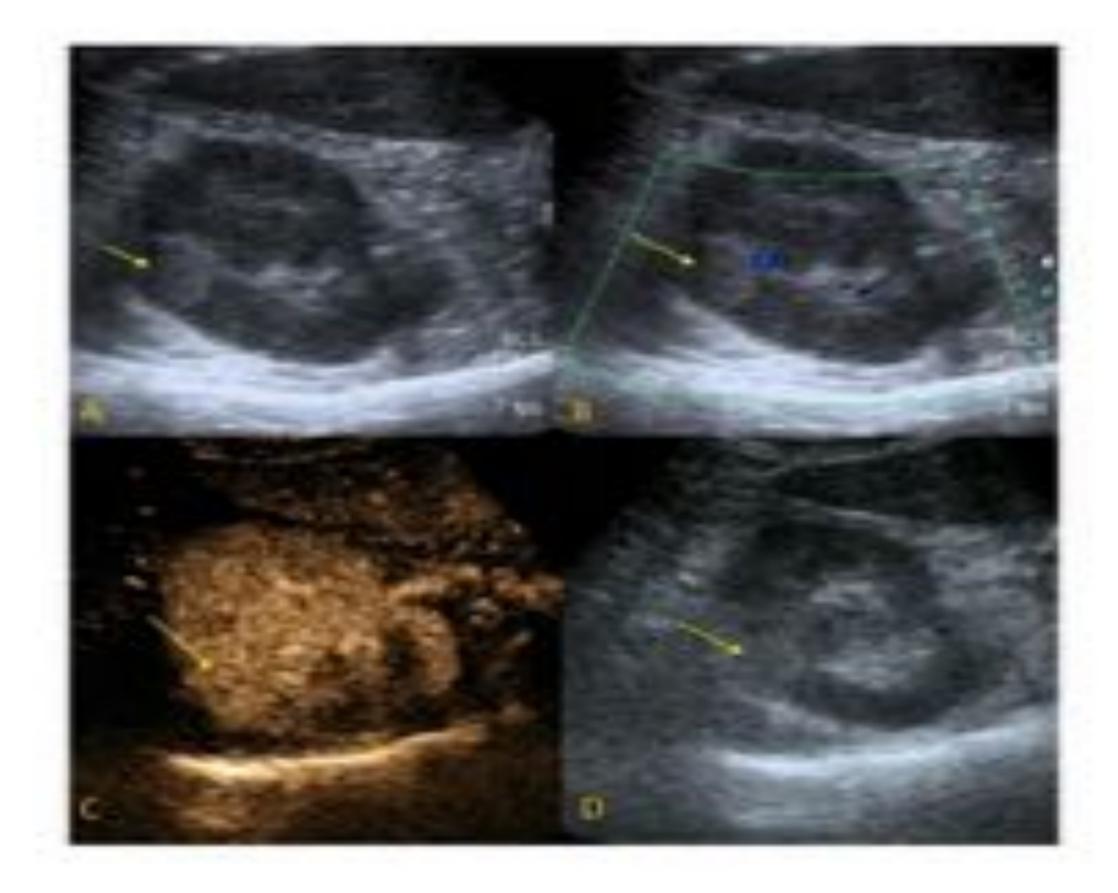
Carcinoma de células claras (flecha amarilla). Estudio ecográfico basal A) muestra lesión hiperecogénica respecto al resto del parénquima renal. B) estudio doppler color, que parece presentar algo de relleno vascular, C) Ecografía con contraste, presenta realce de contraste.
